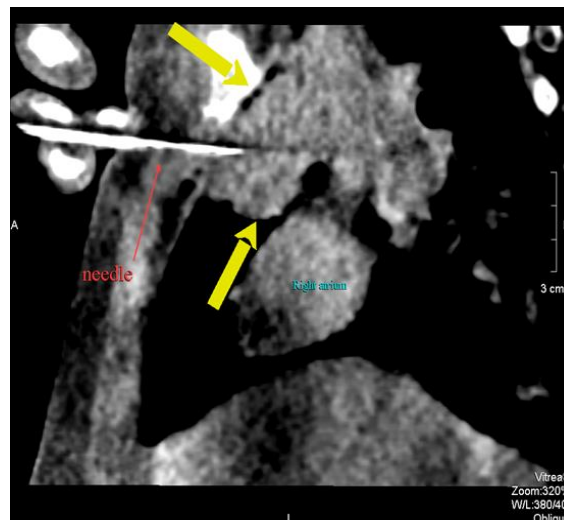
Пункційна біопсія новоутворення під контролем КТ-дослідження 19.11.2019р. у пацієнтки К. Червоною стрілкою позначено пункційну голку, жовтими стрілками позначено пухлину.
